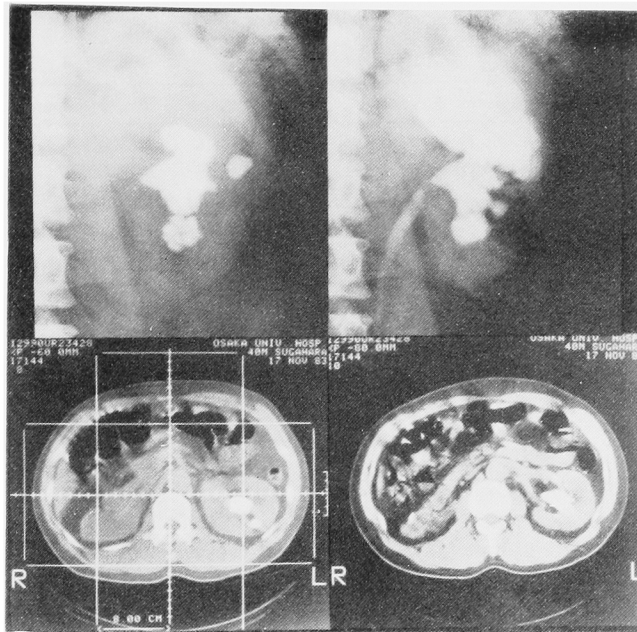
KUB, DIP & CT without contrast enhancement: Staghorn calculus in a functionally solitary left kidney of a 40-year-old male patient could not be removed by the extended pyelotomy. DIP shows no dilatation of extrarenal pelvis. Renal parenchyma with 8 cm in thickness and bifid renal vein encasing the renal pelvis are observed on CT.
